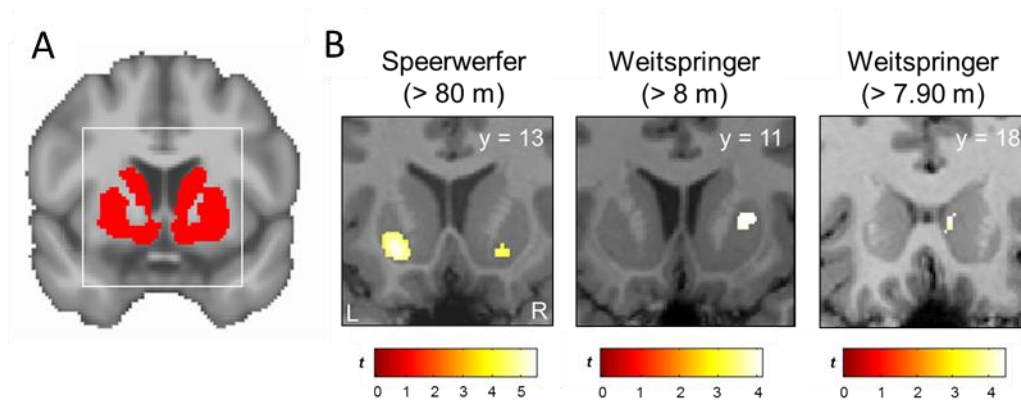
Einzelfall-MRT Analysen. (A) Maskierung der Zielregion im Striatum für die regionen-basierte Analyse. (B) Signifikant höhere Dichte der grauen Substanz pro Athlet im Vergleich zur alters-, geschlechts- und bildungsgematchten Kontrollgruppe.
